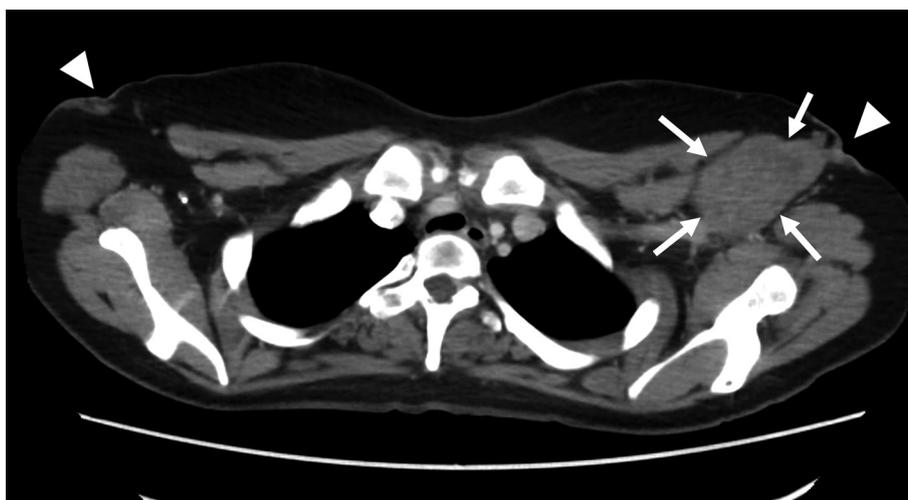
胸部造影CT画像：左腋窩部に75×44mm 大の均一に造影される限局性の楕円形腫瘍を認める(→)。腋窩静脈を圧排しているが、周囲への浸潤所見は認めなかった。左腋窩腫瘍の皮膚近接部では皮膚肥厚を認めており、対側腋窩にも同様の構造物を認めており、腋窩副乳が疑われた(▽)。
